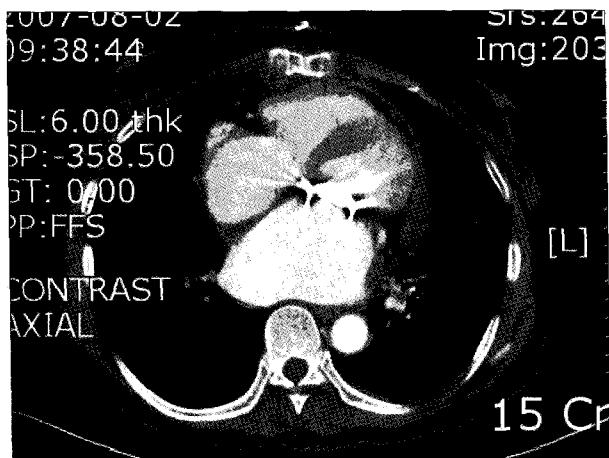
Postoperative CT finding shows complete sealing of the ruptured site without causing pseudoaneurysm.
